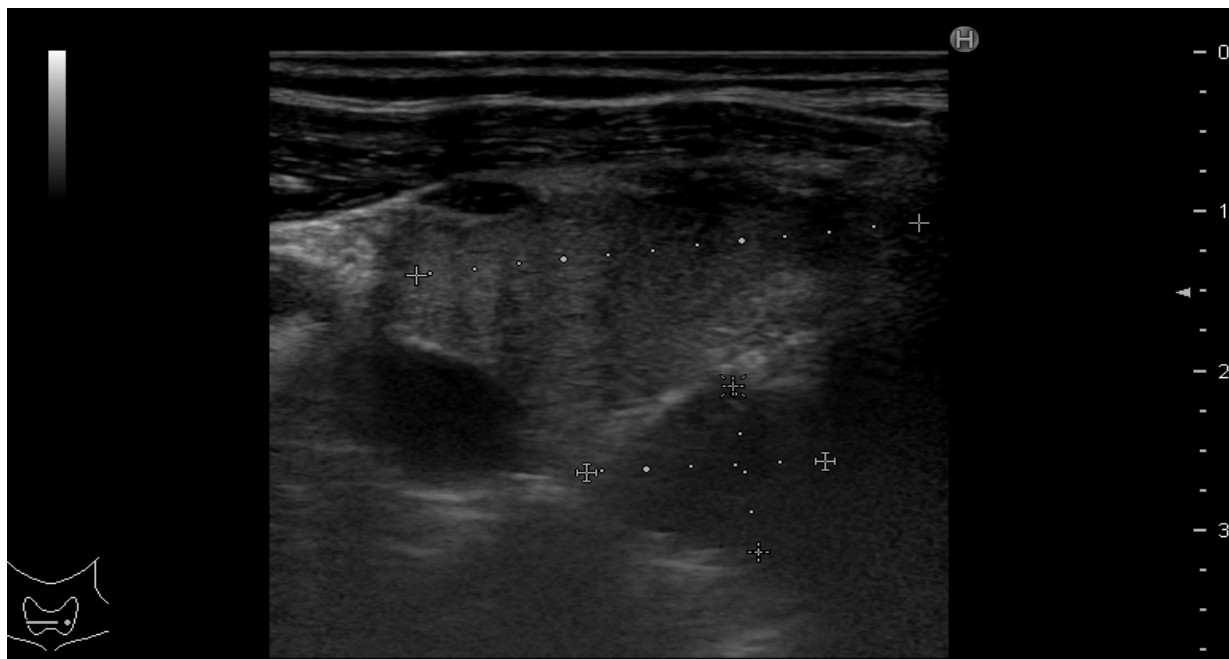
Evaluarea ultrasonografică a glandei paratiroidice hiperplaziate modul 2B, vizualizarea glandei paratiroidice hiperplaziate.
